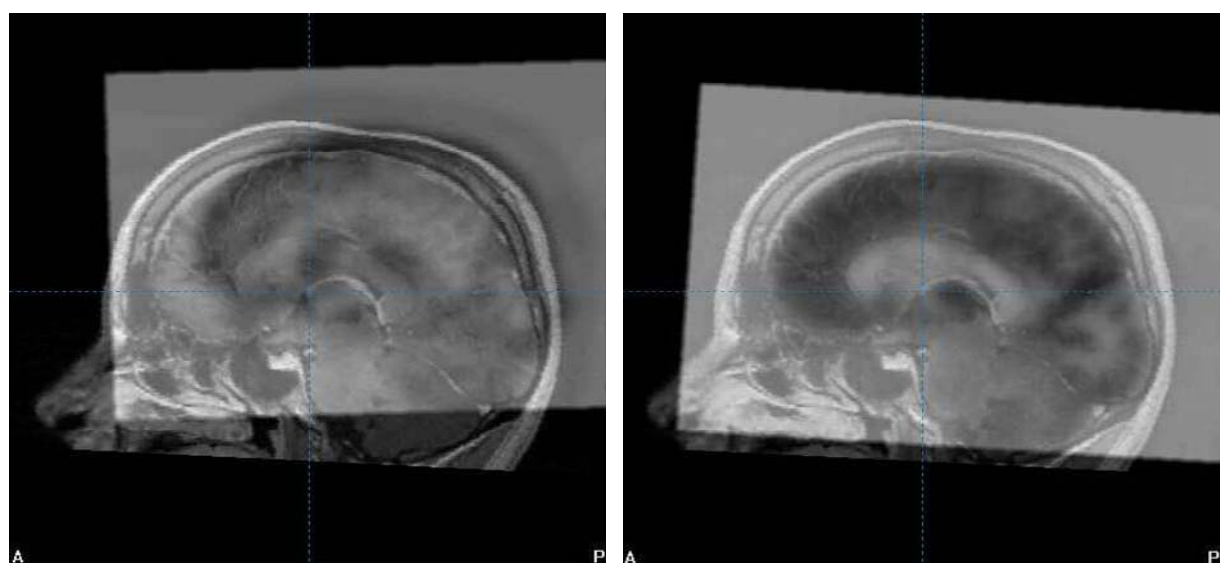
Unfusionierte und fusionierte MR- und PET-Daten
